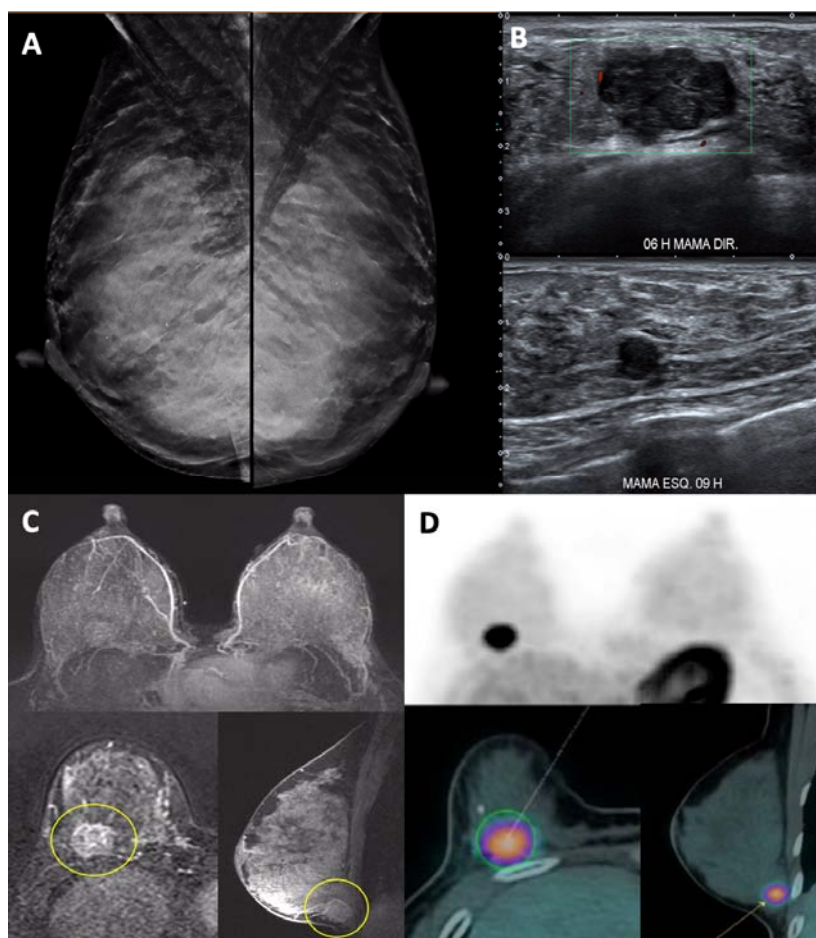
Exemplo de caso de paciente lactante com nodulação na mama direita. Mamografia (A) com mamas extremamente densas sem evidência de nódulos. USG (B) demonstrou nódulo lobulado na mama direita, compatível com tumor primário, e nódulo adicional na mama esquerda. RM das mamas (C) evidenciando tumor primário na mama direita e impregnação difusa do parênquima bilateralmente (padrão lactacional), o que prejudica a avaliação. PET-CT com protocolo para mama (D) demonstrando lesão única na mama direita, com SUV = 9,8, sugerindo tumor com alta agressividade, concordante com achados histológicos e imunohistoquímicos.
